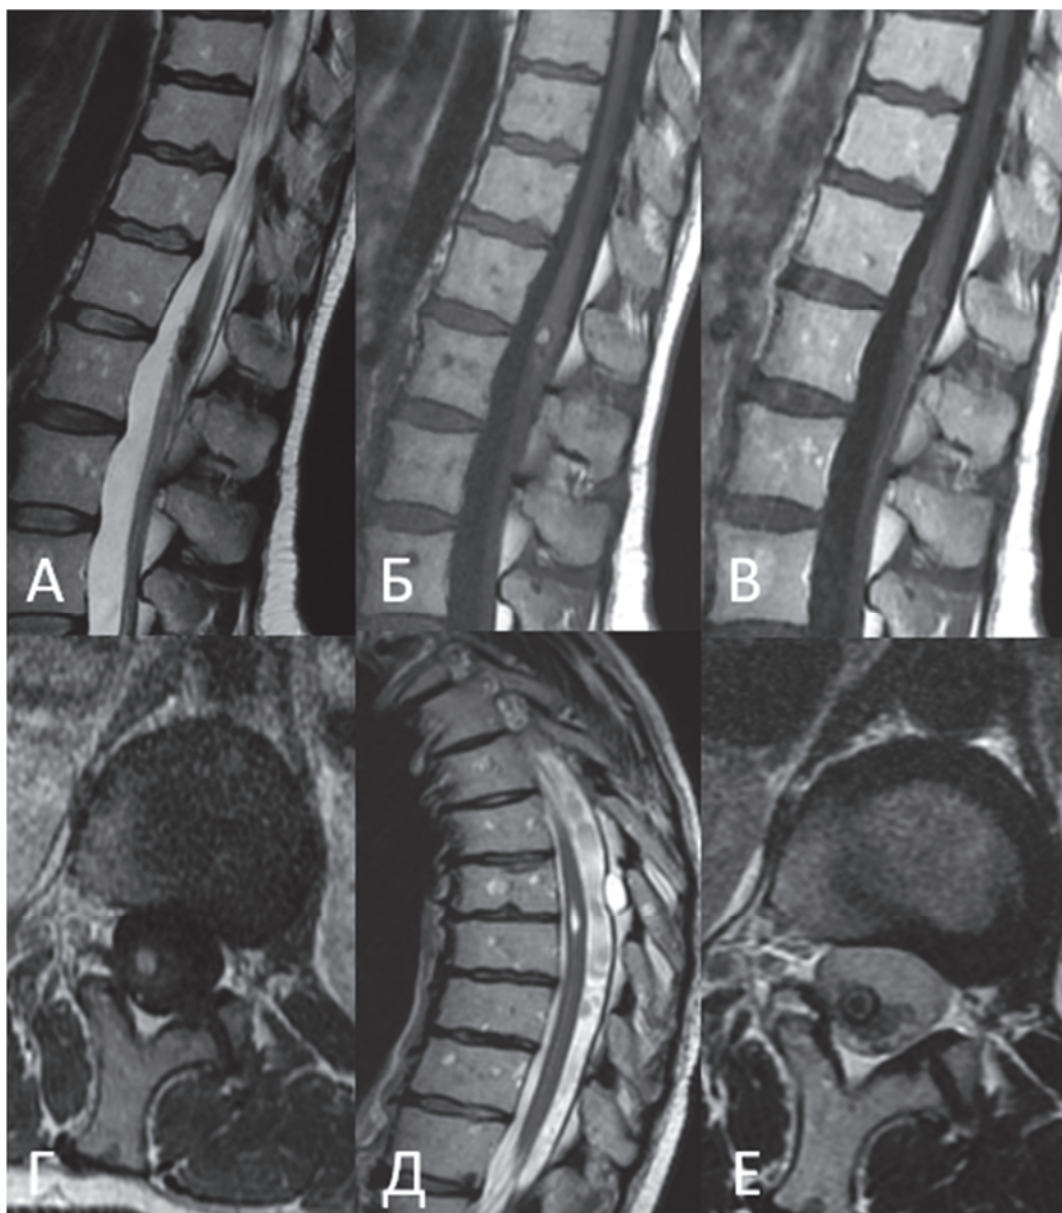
Пациентка Б-я Э., МРТ грудного и пояснично-крестцового отдела позвоночника и спинного мозга в режимах T2 и T1 с введением контрастного вещества в сагиттальной (А, Б, В, Е) и аксиальной (Г, Д) проекциях: картина интрамедуллярного объемного образования на уровне Th12–L1 позвонков, гидромиелии и эпидуральной кисты на уровне Th7–Th8 позвонков
